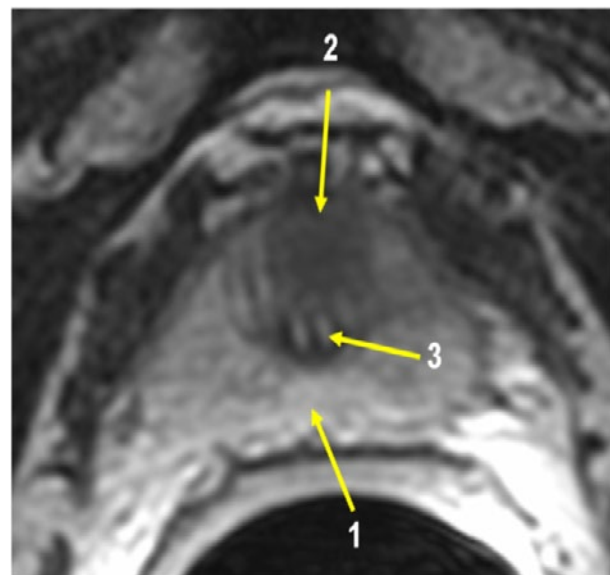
Аксиальная T2-взвешенная томограмма.
